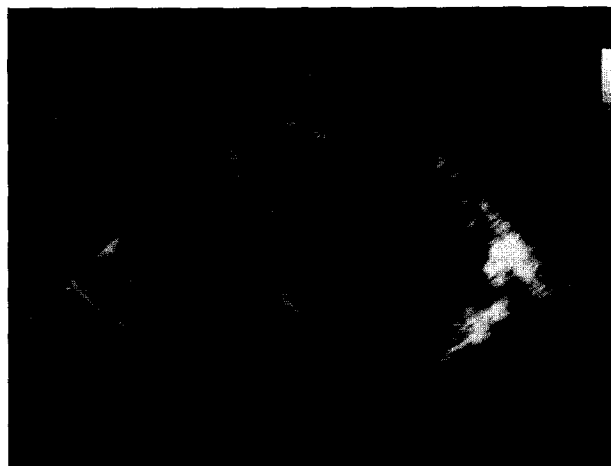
Imagen sistólica de un estudio con ecocardiograma transesofágico en un hombre de 29 años con infección de la válvula mitral por estreptococo viridans. La imagen fue obtenida en una vista de cuatro cámaras en el plano horizontal. La flecha muestra una vegetación que es larga, pediculada y móvil. No se observa prolapso de la vegetación en el ventrículo izquierdo. LA: aurícula izquierda; LV: ventrículo izquierdo.
